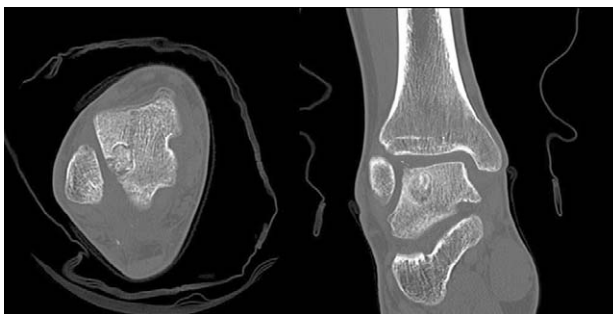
Postoperative 3 months follow-up coronal computed tomography (CT) of right ankle showing incorporation of the bone graft.
